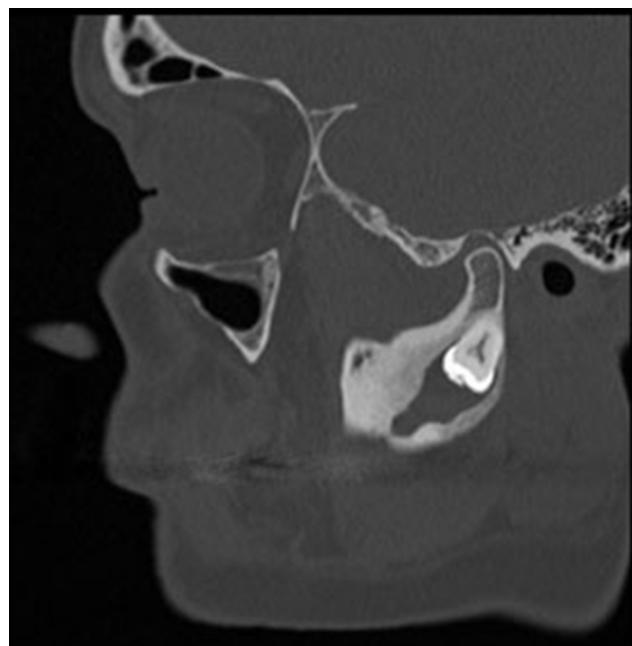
TC con cordal y lesión.
